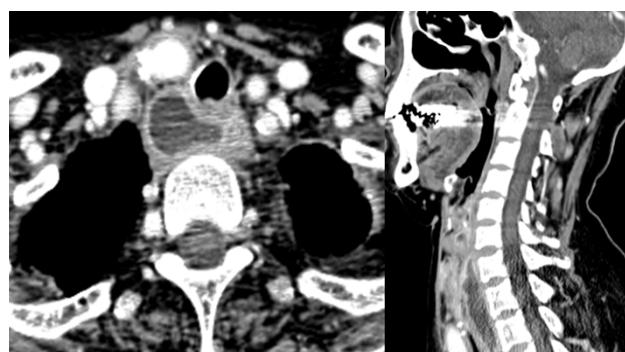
Neck computed tomography (CT) scan showing abscess formation from the right retropharyngeal space to the superior mediastinum (3.2 × 1.8 × 5.9 cm).
